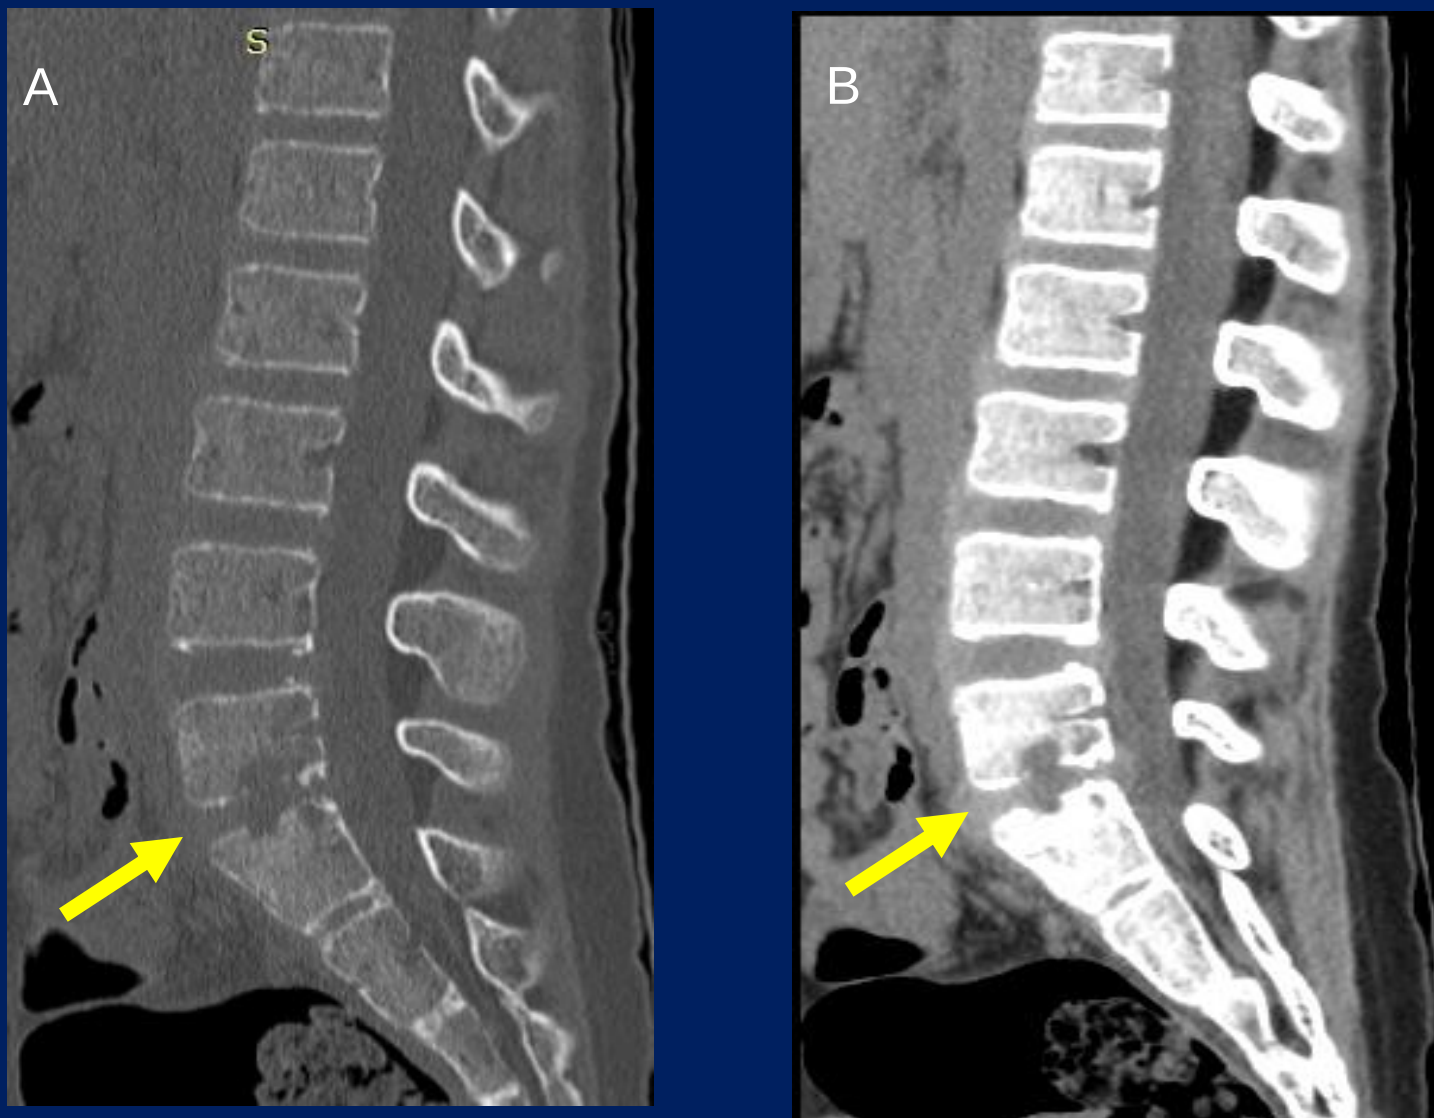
Fig A y B: TC de columna lumbar, reconstrucciones multiplanares, en plano sagital, en ventana de partes blandas y ventana ósea.
